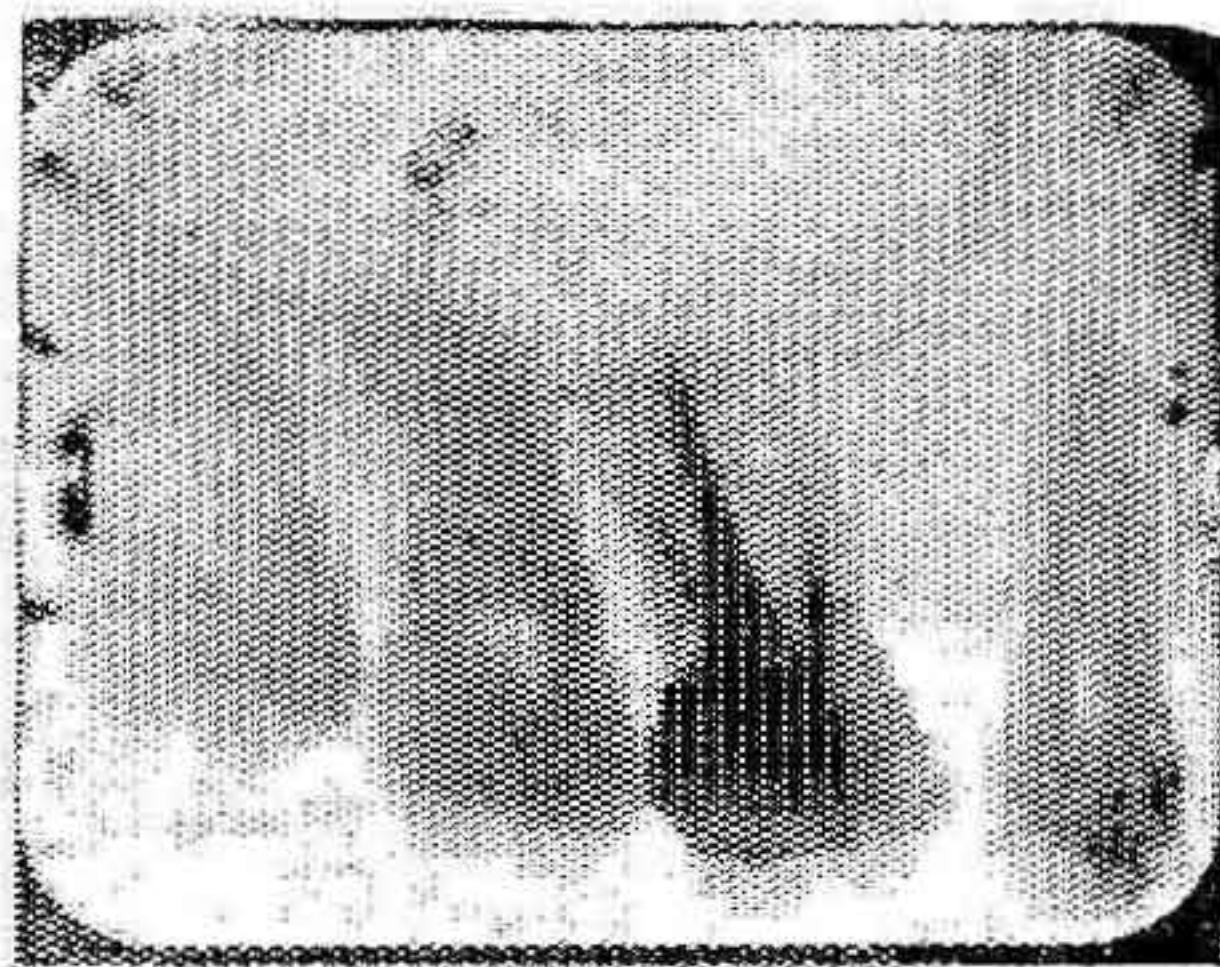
Tratamiento radicular efectuado en mayo de 1941.—Tercer grado, con pulpitis. Tratamiento arsenical. Relleno con pasta Walkhoff, puntas de gutapercha. Fecha radiografía: febrero 1944
